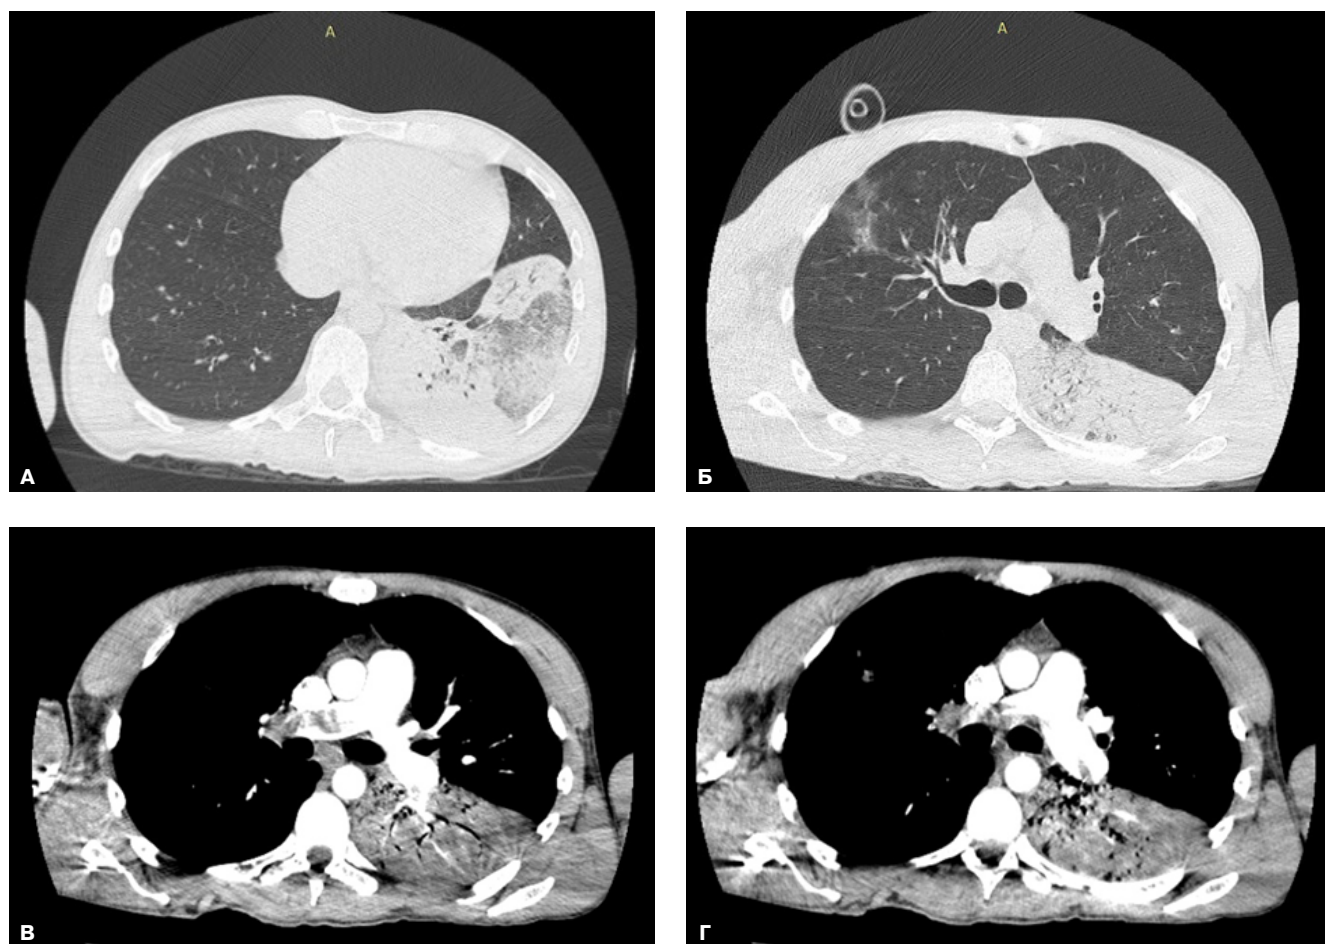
КТ легких с контрастированием.
